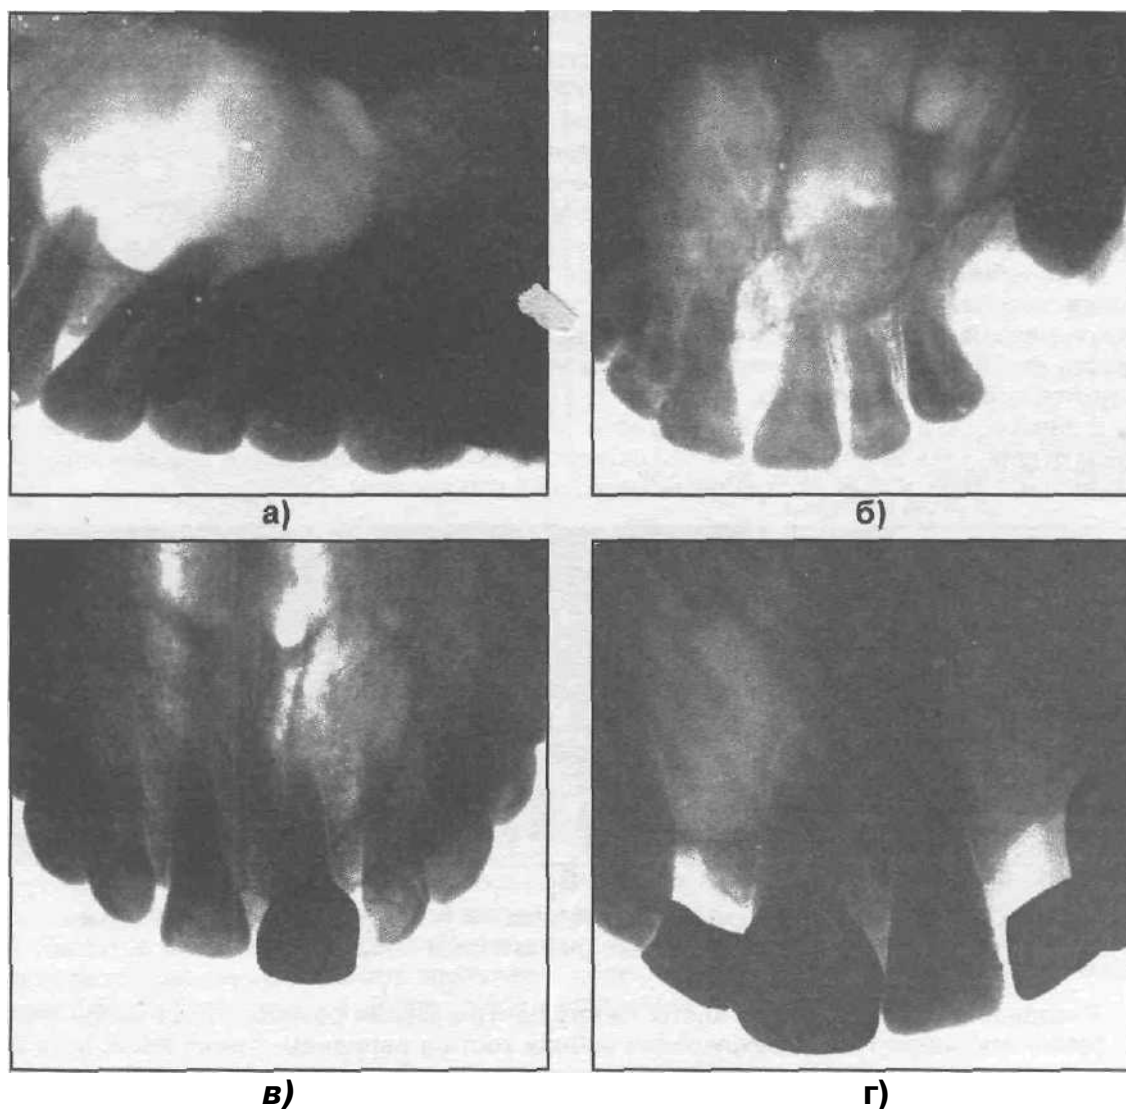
Рентгенограммы верхней челюсти больных с глобуломаксиллярными кистами (а,б,в,г).
